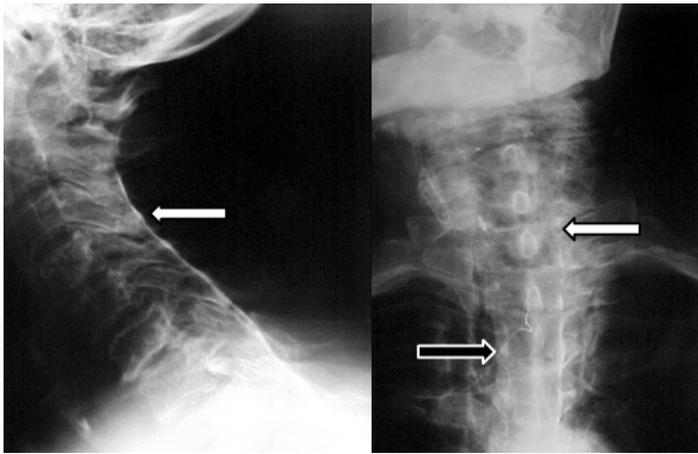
Radiografías lateral y antero posterior que demuestran el catéter y el medio de contraste en la cavidad peridural cervico torácica.
